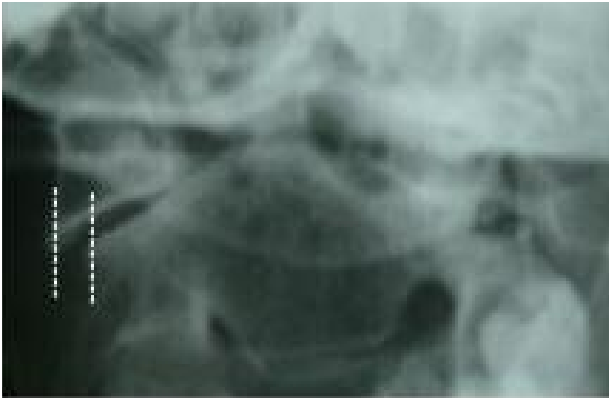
femme de 35 ans Radiographie de face bouche ouverte: asymétrie des masses latérales et latéralisation de l'odontoïde en rapport avec une subluxation rotatoire. Pincement total C1-C2 bilatéral.
